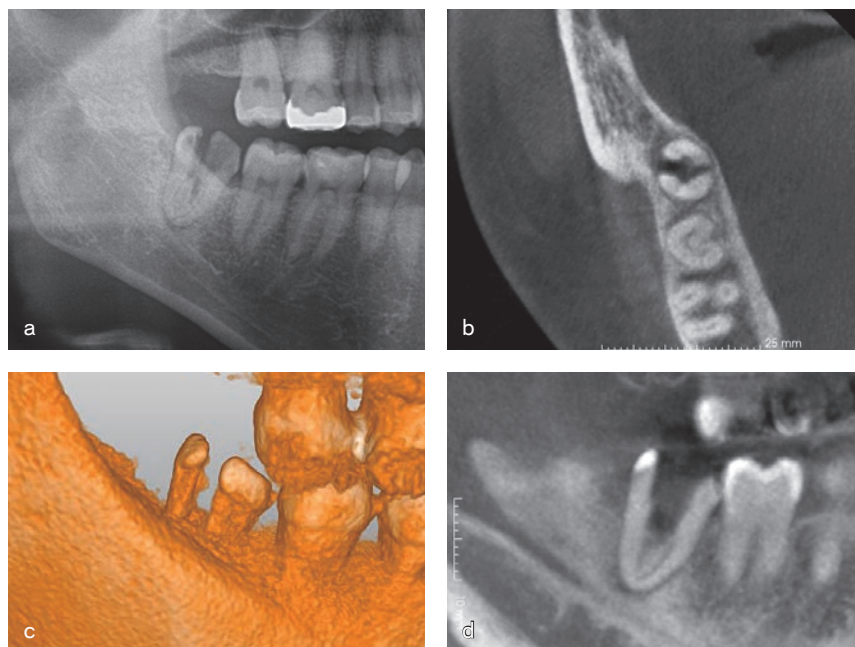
a～d 他院で3時間かかった後、抜歯を中断した[8]。a：パノラマエックス線画像。b～d：CT。中断当日に抜髄が施行されていた。単根に真ん中から歯根分割が行われており、理解に苦しむが、もっとも苦しんだのは患者本人であることは間違いない。
